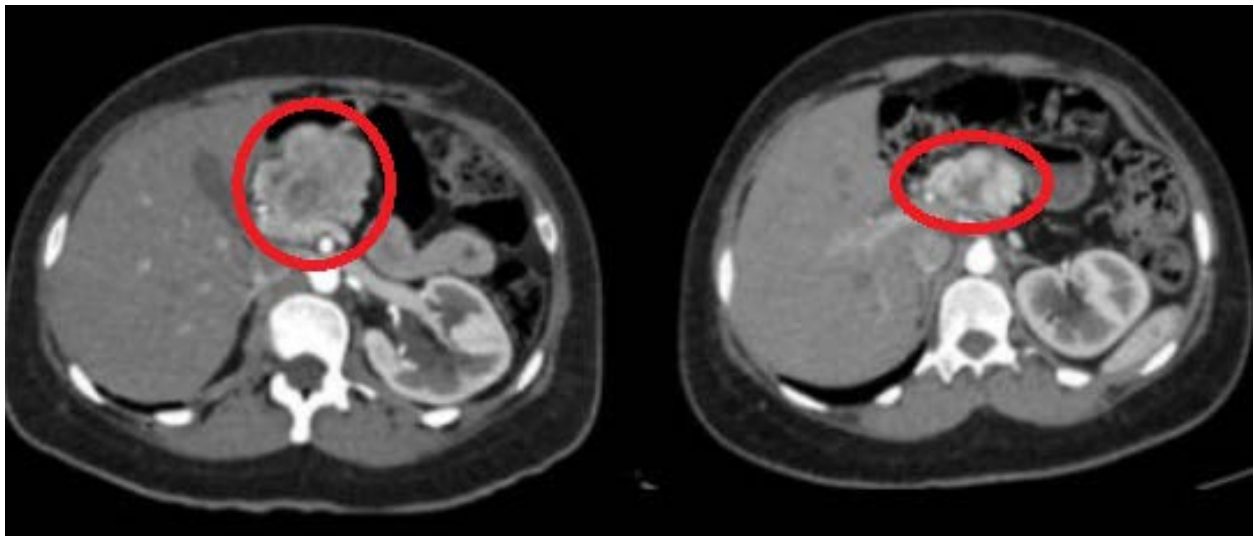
TC abdominal axial con contraste intravenoso
